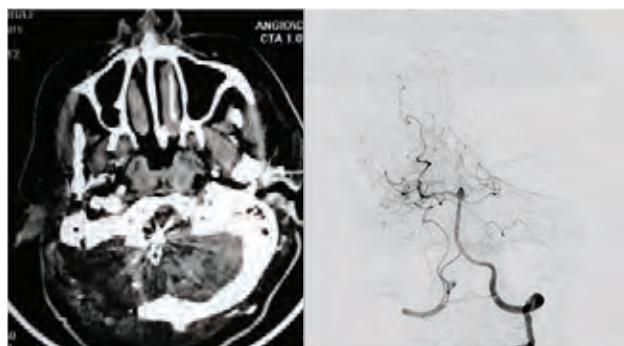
TC postoperatoria: Obsérvese la remoción ósea que permite este abordaje para la exclusión de aneurisma gigante de PICA, clips en lecho quirúrgico. Angio postoperatoria: exclusión aneurismática y permeabilidad de PICA.
